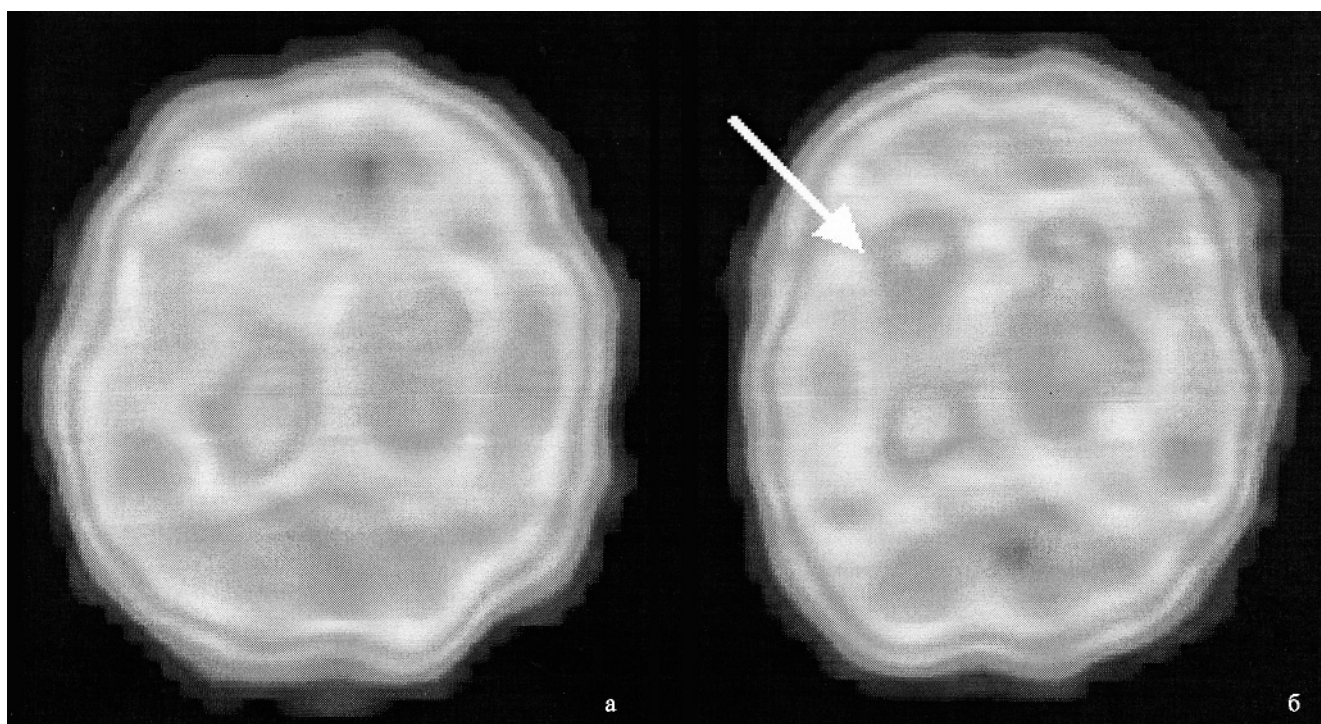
Томосрезы головного мозга пациента контрольной группы (а) и пациента с АГ – зона гипоперфузии в правой теменной области (обозначено стрелкой) (б)
